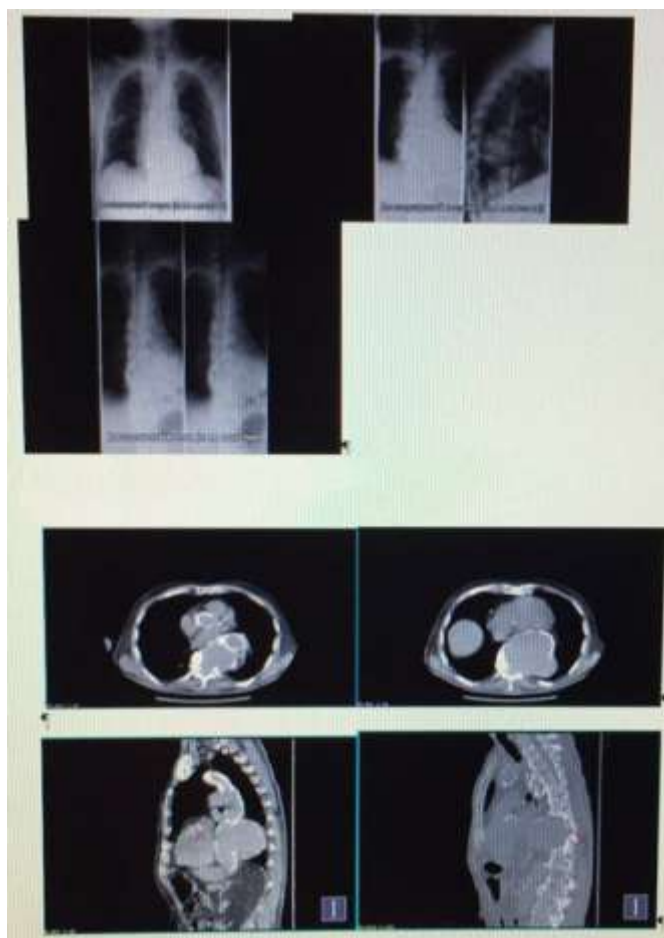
Данные СКТ органов грудной полости
